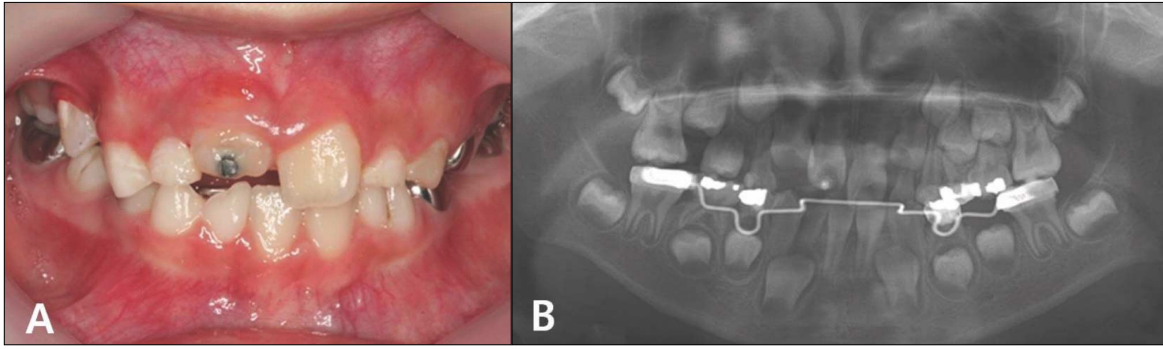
6months later. Intraoral photograph(A), Periapical radiograph(B)
